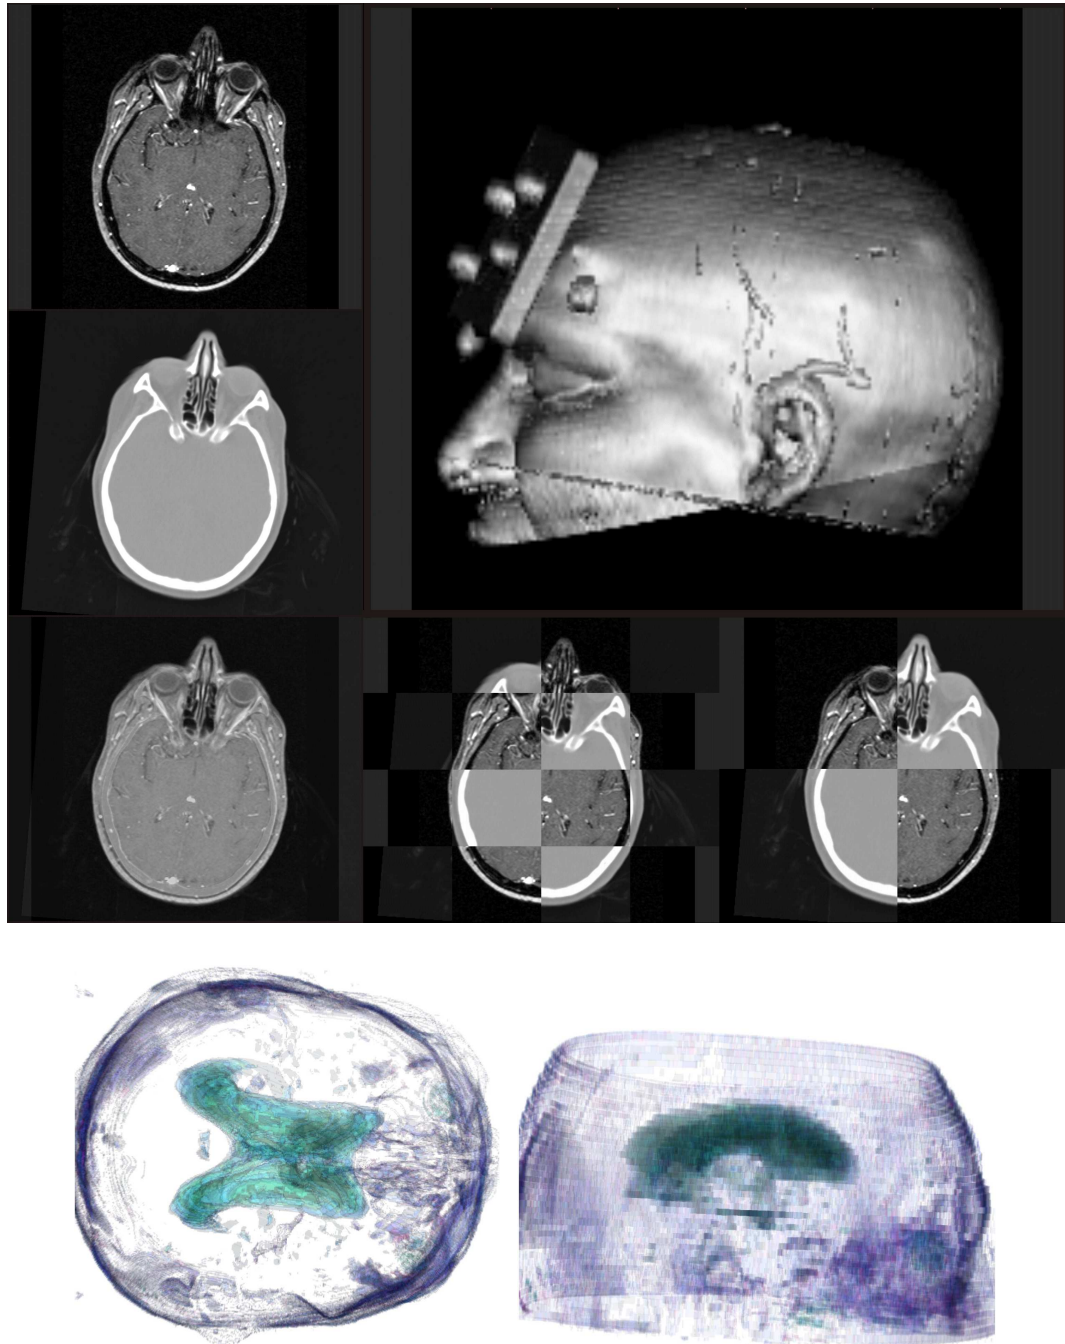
Unterschiedliche Darstellungsmöglichkeiten einer Registrierung am Beispiel eines CT MRT Datensatzes des Kopfes
